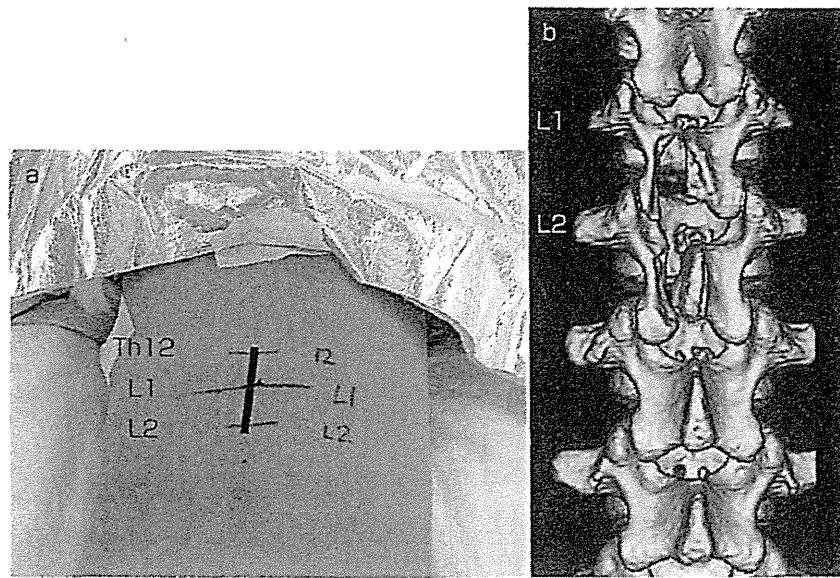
◆選択的脊髄後根切断術時の皮膚切開部(a)と椎弓半切除後のCT(b)
